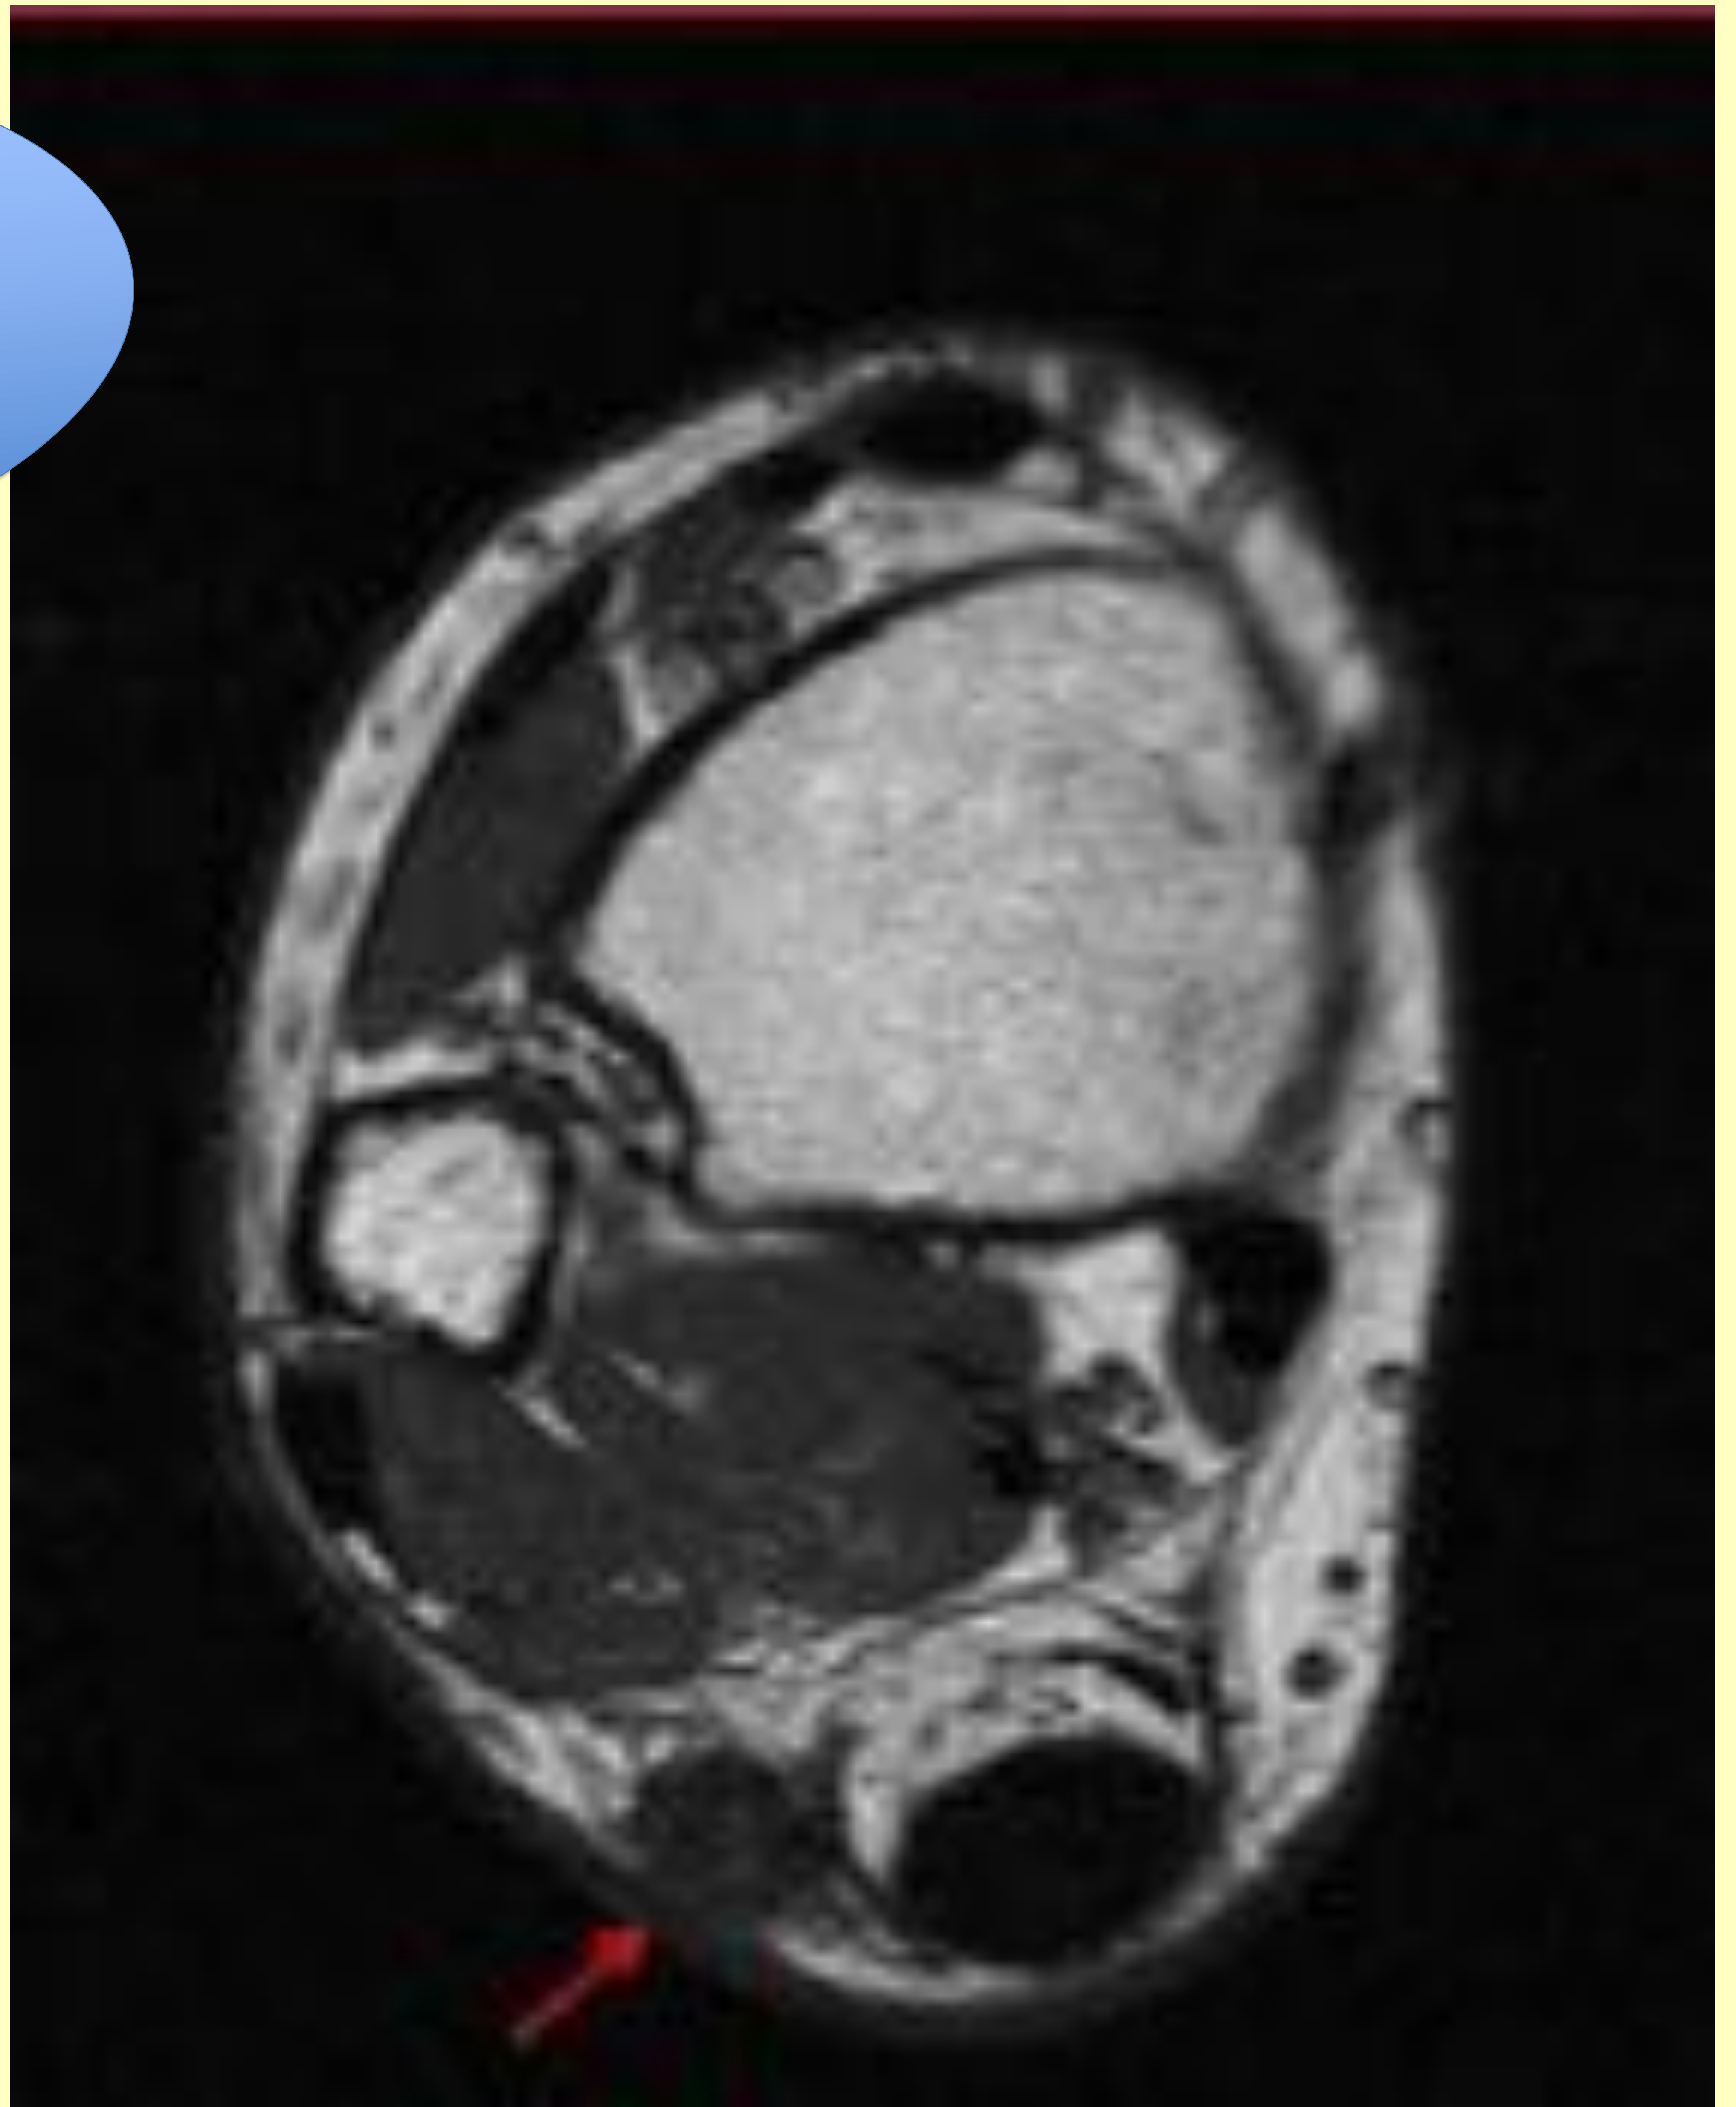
Imagen RM axial T1; paciente con suralgia a las 8 semanas de la cirugía.
